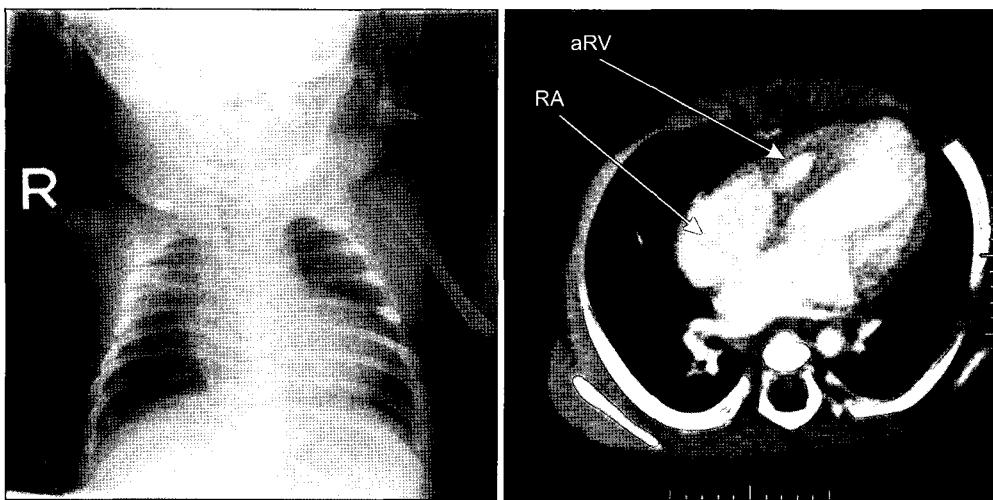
Postoperative chest X-ray and cardiac computerized tomogram showing decreased heart size and effectively obliterated aRV, RA =Right atrium; aRV=Atrialized right ventricle.
